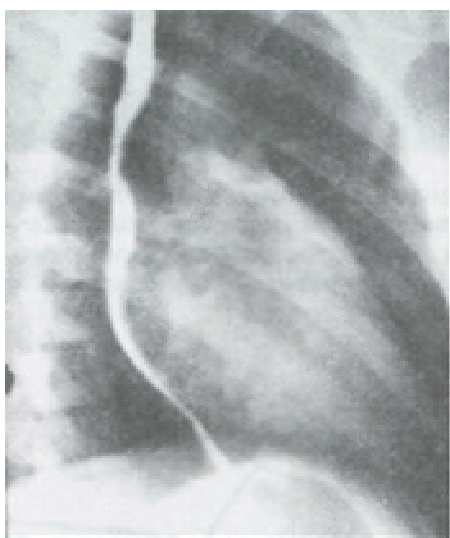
Рисунок №2. Рентгенограмма больного митральным стенозом (в левой передней косой проекции).
